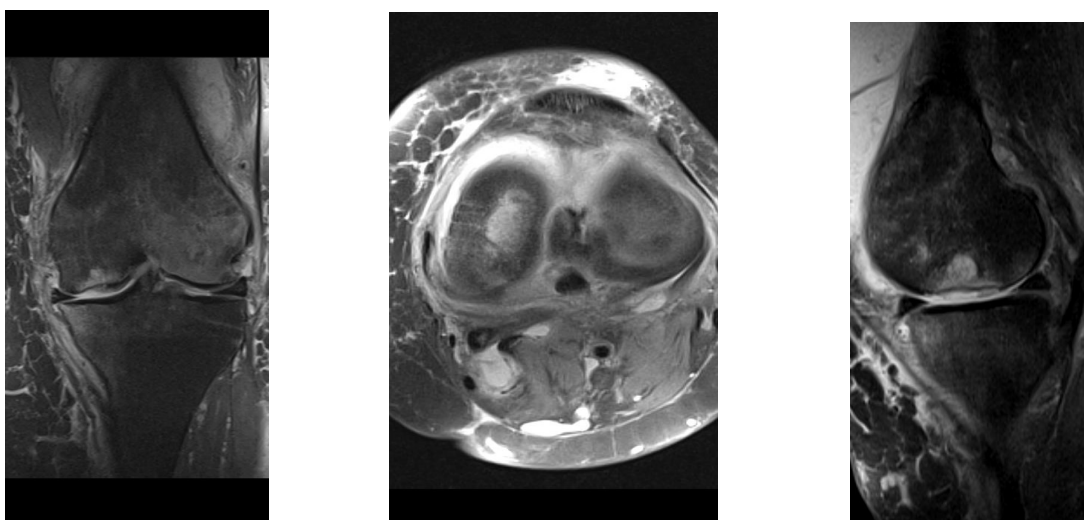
Хвора Б., 56 років. МРТ лівого КС: корональний аксіальний та сагітальний скан. Кістково-хрящовий дефект V ступеня за класифікацією ICRS медіального виростка лівої стегнової кістки.
